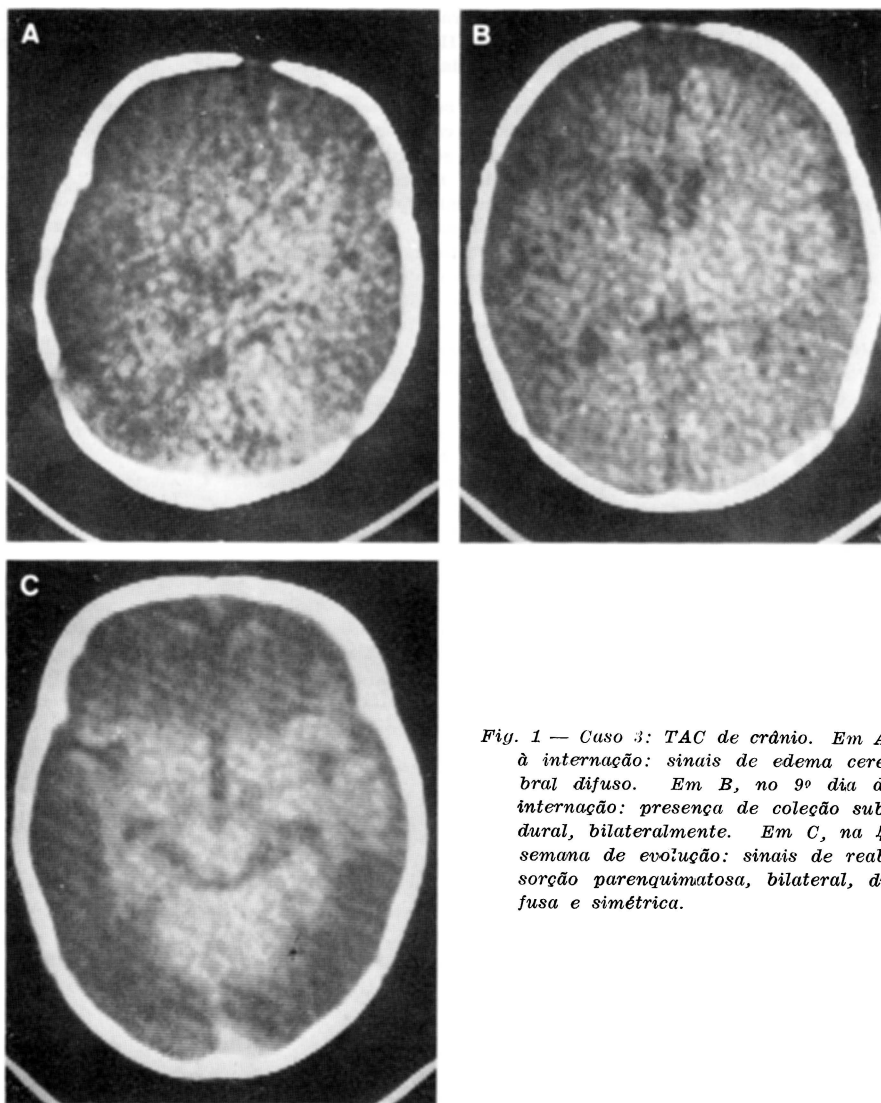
Caso 3: TAC de crânio. Em A, à internação: sinais de edema cerebral difuso. Em B, no 9º dia de internação: presença de coleção subdural, bilateralmente. Em C, na 4ª semana de evolução: sinais de reabsorção parenquimatosa, bilateral, difusa e simétrica.
